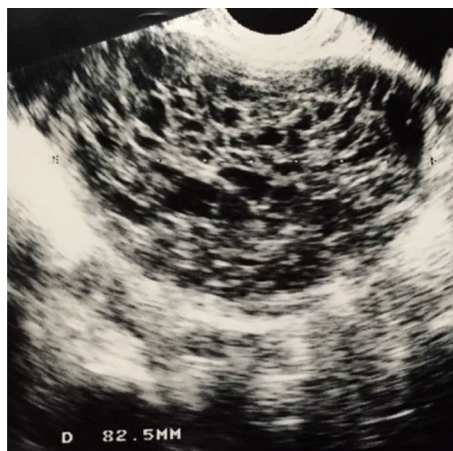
Ecografía vaginal de tumor de células de la granulosa.
